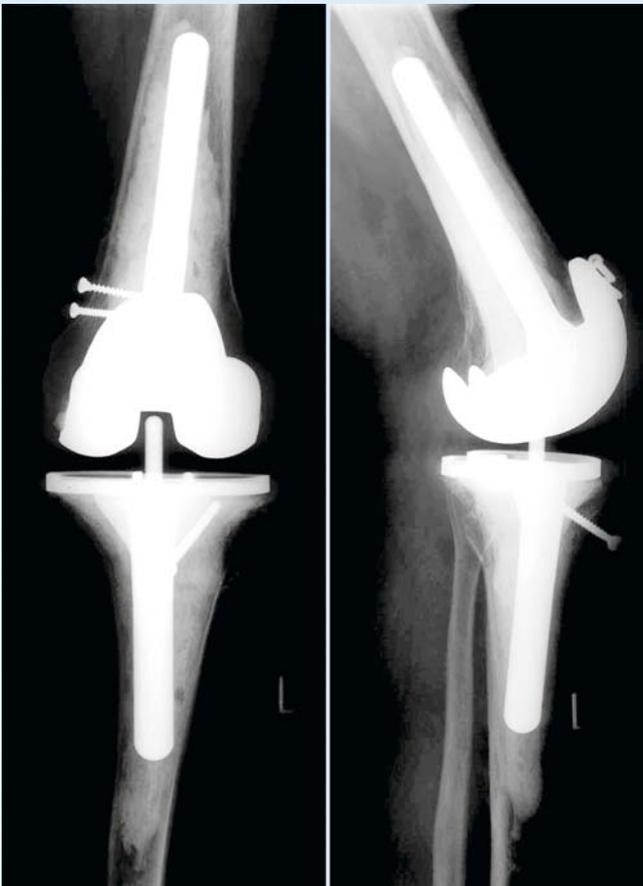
▲ Postoperatives Röntgen
